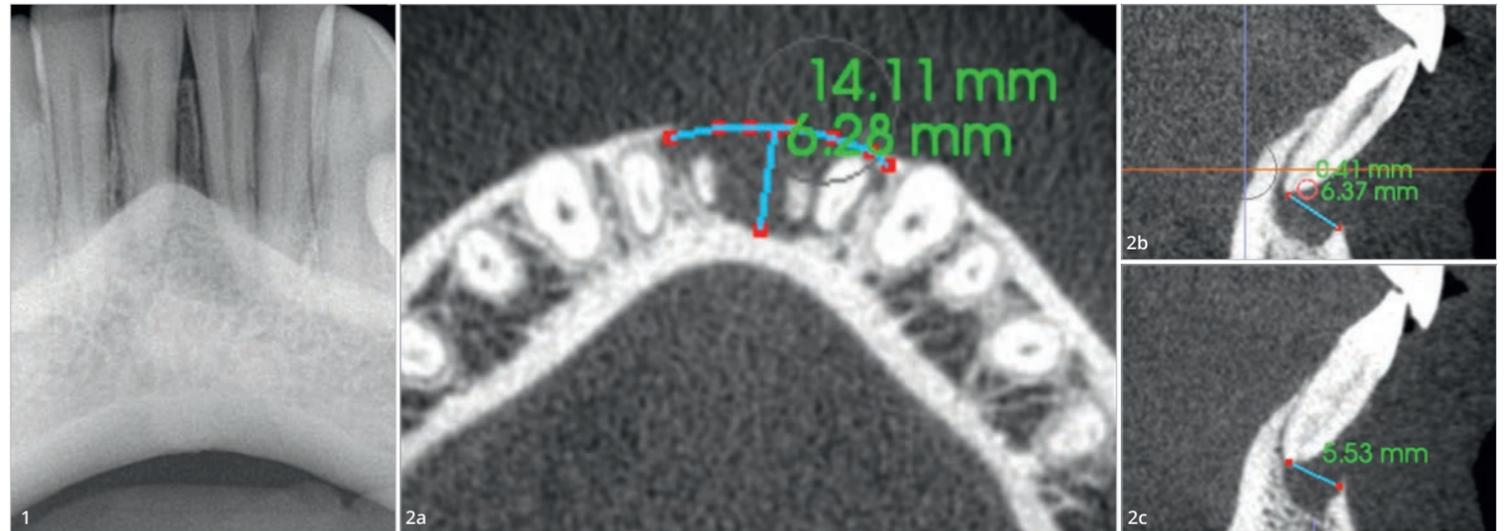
Radiographie préopératoire de la patiente. Figs. 2a-c : (a) Vue horizontale du scan i-CAT montrant un important défaut osseux. (b et c) Vues verticales des deux incisives centrales montrant la perte osseuse.
